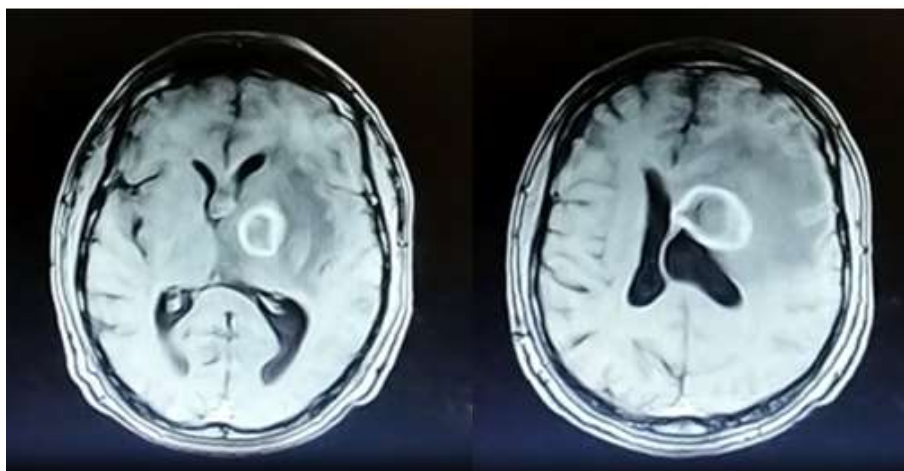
Resonancia magnética nuclear cerebral con imagen de lesión nodular a nivel de hemisferio cerebral izquierda, sugerente de absceso fúngico.
